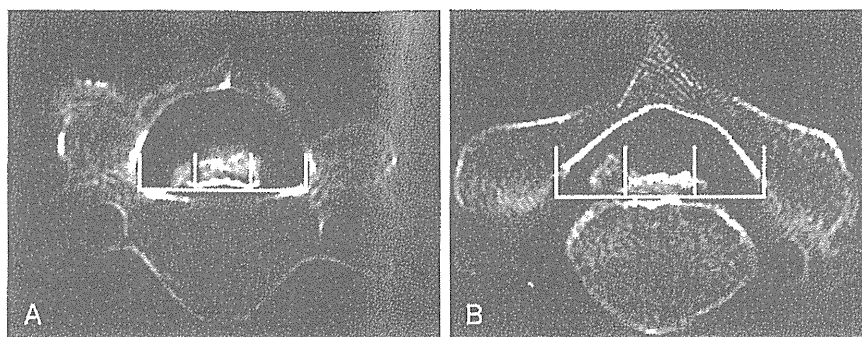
CTによるOPLLの分類 A:中心型 B:外側偏倚型 椎体後面を3等分しOPLLのは厚さが最大部分が中1/3に位置する場合を中央型、左右いずれかに偏倚する場合を外側偏倚型と定義した。
